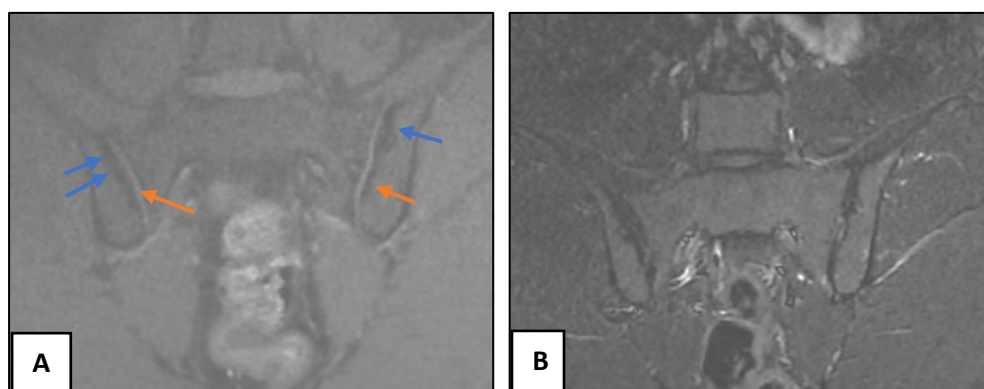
Images d'IRM des sacro-iliaques en séquences coronales T1 FS (A) et STIR (B) objectivant des irrégularités avec érosions des berges articulaires plus marquées au niveau du versant iliaque (flèches jaunes) avec condensation sous chondrale (flèches bleues).
